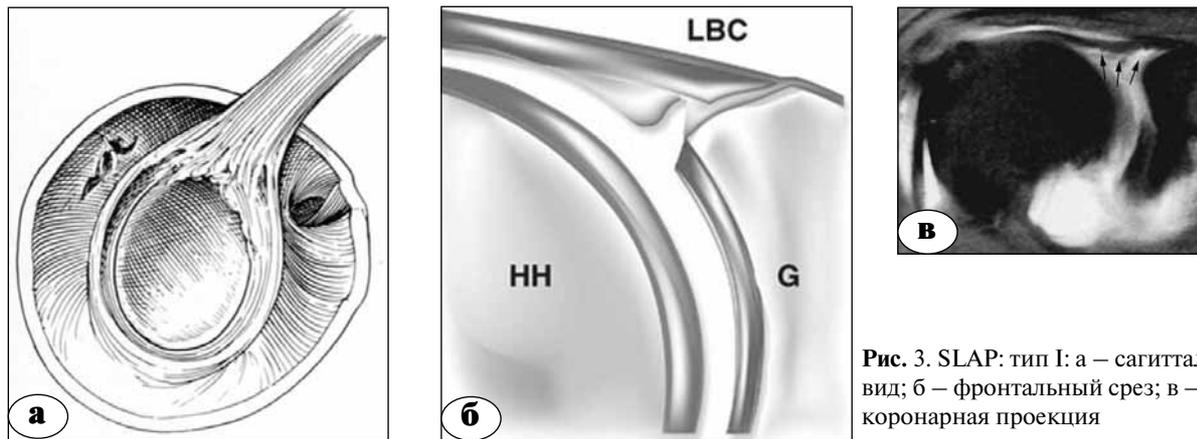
SLAP: тип I: а – сагиттальный вид; б – фронтальный срез; в – МРТ, коронарная проекция
